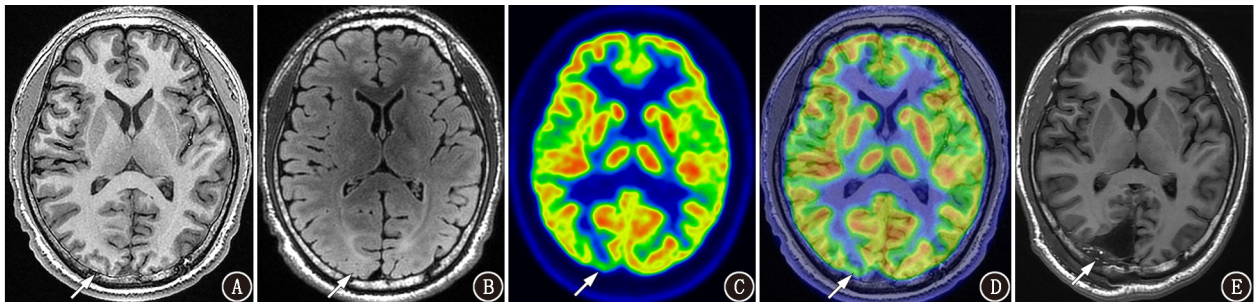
癫痫患者 (男, 16 岁) ^{18}F -FDG PET-MRI 融合显像图。A, B. 术前 T_1 加权成像 (WI) 及 T_2 液体衰减反转恢复未见异常 (箭头示右侧枕叶低代谢灶对应的 MRI 结构); C, D. 术前 ^{18}F -FDG PET 及 ^{18}F -FDG PET-MRI 融合图像提示仅右侧枕叶局灶性低代谢灶 (箭头示), 视频脑电图 (VEEG) 提示右侧枕叶放电; E. 术后 T_1 WI 显示右侧枕叶局部切除改变 (箭头示手术切除部位)
